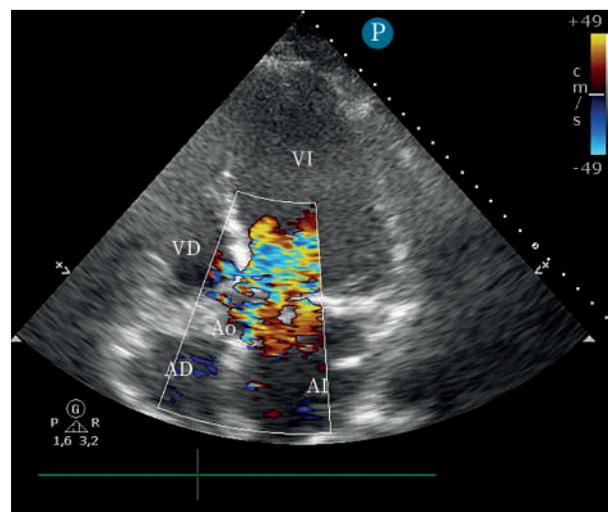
Ecocardiograma transtorácico (ventana apical, plano 5 cámaras) en el que se objetiva un chorro de insuficiencia aórtica severa en un paciente con endocarditis infecciosa.
